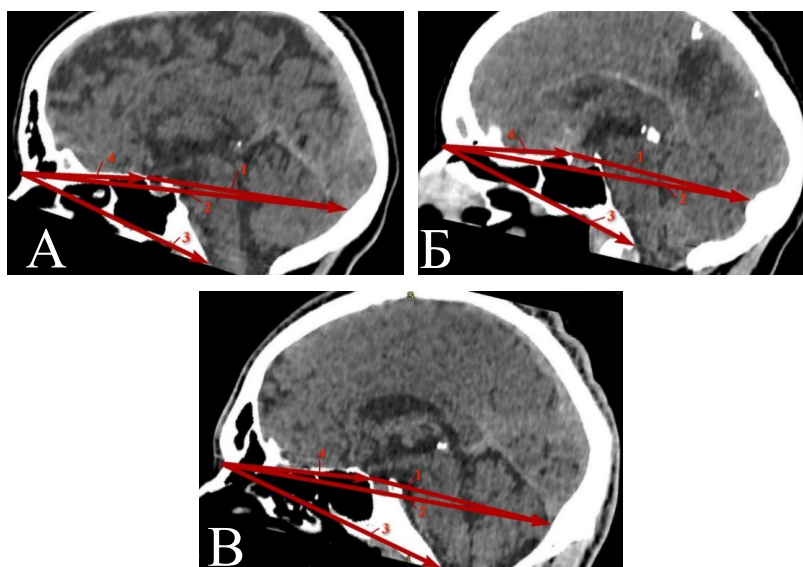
Зображення краніотопографічних ліній на краніотомограмах людей зрілого віку:
